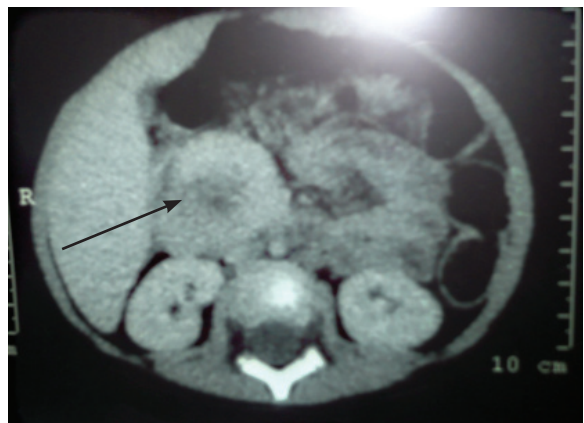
TAC de abdomen. Formación abdominal inferior al hilio hepático de 41 mm que comprime parcialmente a la vena cava inferior
